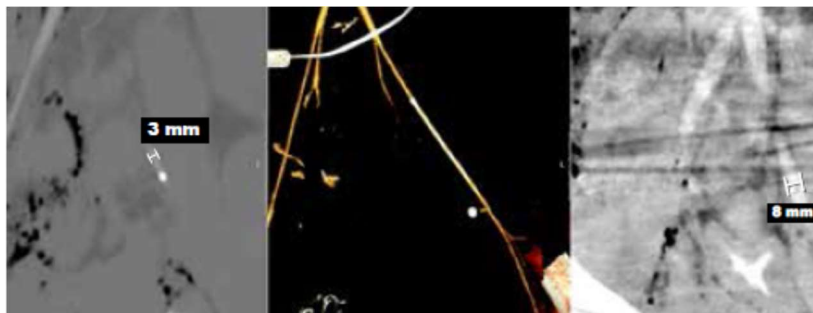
外伤患者的 5Fr 鞘管（从左到右）。用 11Fr 鞘管进行 REBOA 术后出现血栓和局部缺血。患者血容量不足，你可以看到尺寸差异：左侧和中间照片为低血容量性休克期间的第一张 CT，右侧为复苏后 CTA 上的正常尺寸血管。
